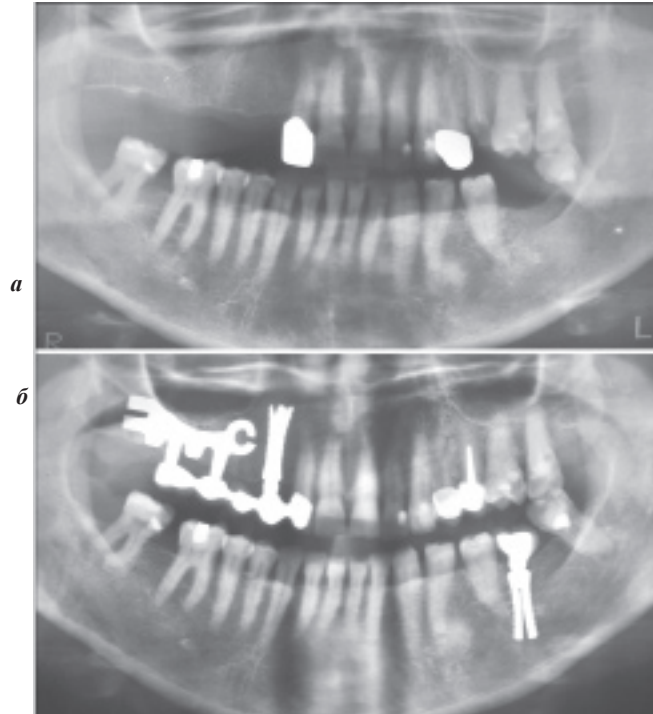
Ортопантомограммы пациентки Г., 49 лет: а – до лечения. Отсутствуют 1.3-1.7, 1.8, 2.8, 3.6-3.7, 4.7 зубы. Межальвеолярная высота снижена, расхождения радиуса альвеолярных дуг нет; б – результат имплантации через 2 года после протезирования. Мостовидный протез верхней челюсти слева установлен с опорой на имплантаты и 1.2 зуб, справа опорой протеза служат 2.4 и восстановленный 2.5 зубы. На нижней челюсти установлен изолированный протез с опорой на цилиндрический имплантат.
